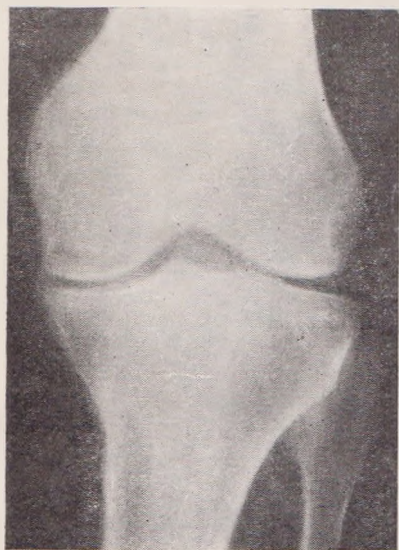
Рентгенограмма того же больного после консервативного лечения.
